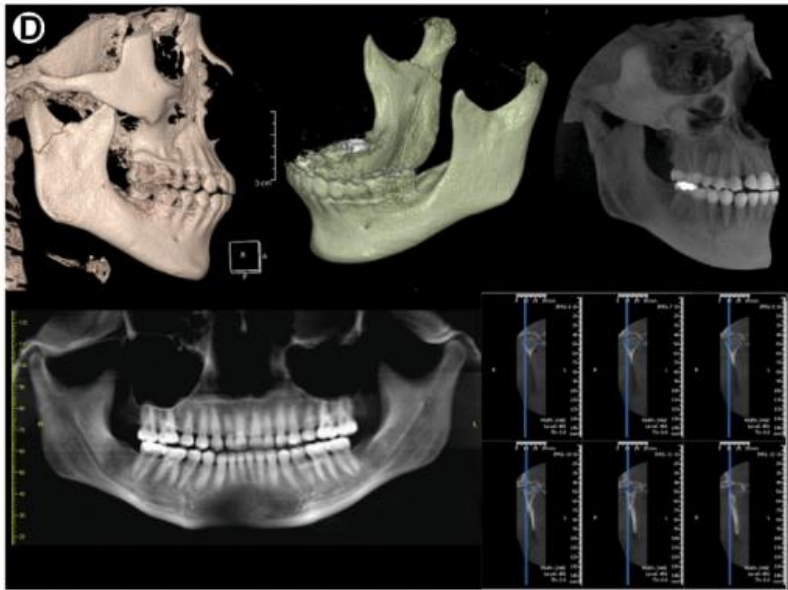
Reconstrucción generada por la adquisición de datos provenientes de un escaneado mediante CBCT(33).
